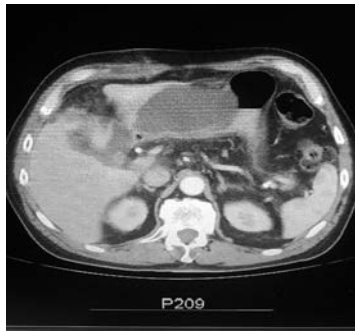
TC de abdomen donde puede verse la colección que comprime la cámara gástrica
